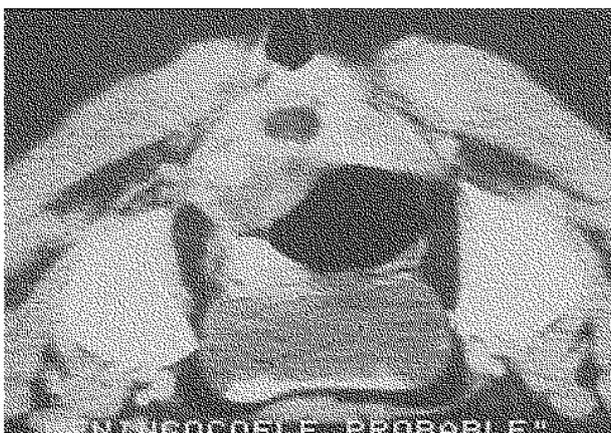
CT scanner du pelvis : méningocoele, tumeur présacrée avec calcosphérite.
